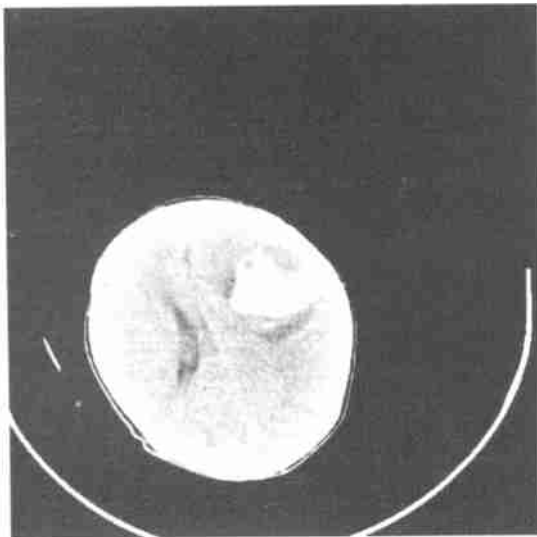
脑实质内出血, 右侧额叶类圆形高密度灶, CT 值 60HU, 灶周见窄低密度水肿
